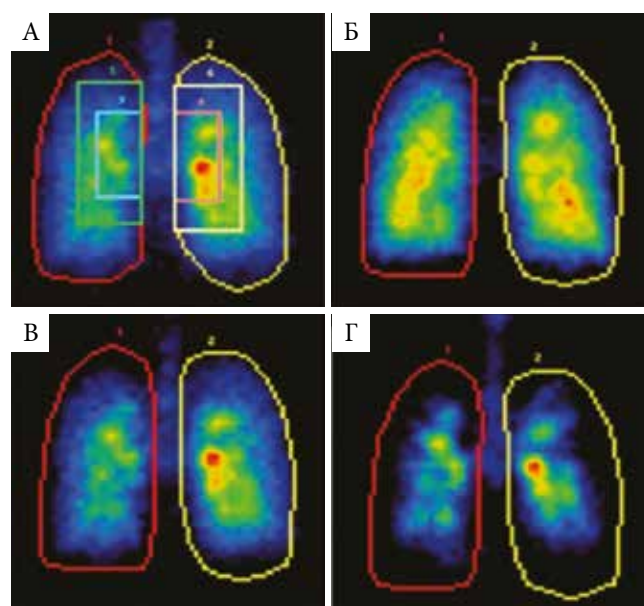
Визуализация с помощью гамма-сцинтиграфии депозиции препаратов с разным размером частиц: А – исходно; Б – 1,5 мкм; В – 3 мкм; Г – 6 мкм [14]
